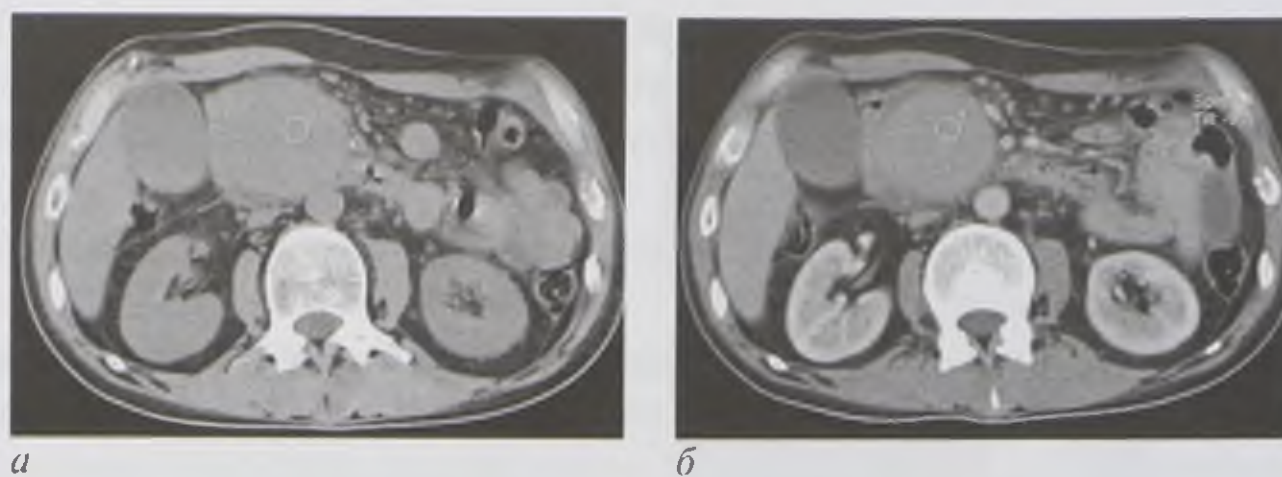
Компьютерные томограммы живота до (а) и после (б) внутривенного введения контрастного вещества. Патологическое образование (псевдоаневризма ветви верхней брыжеечной артерии) накапливает контрастное вещество, в результате чего плотность его повышается почти в два раза
